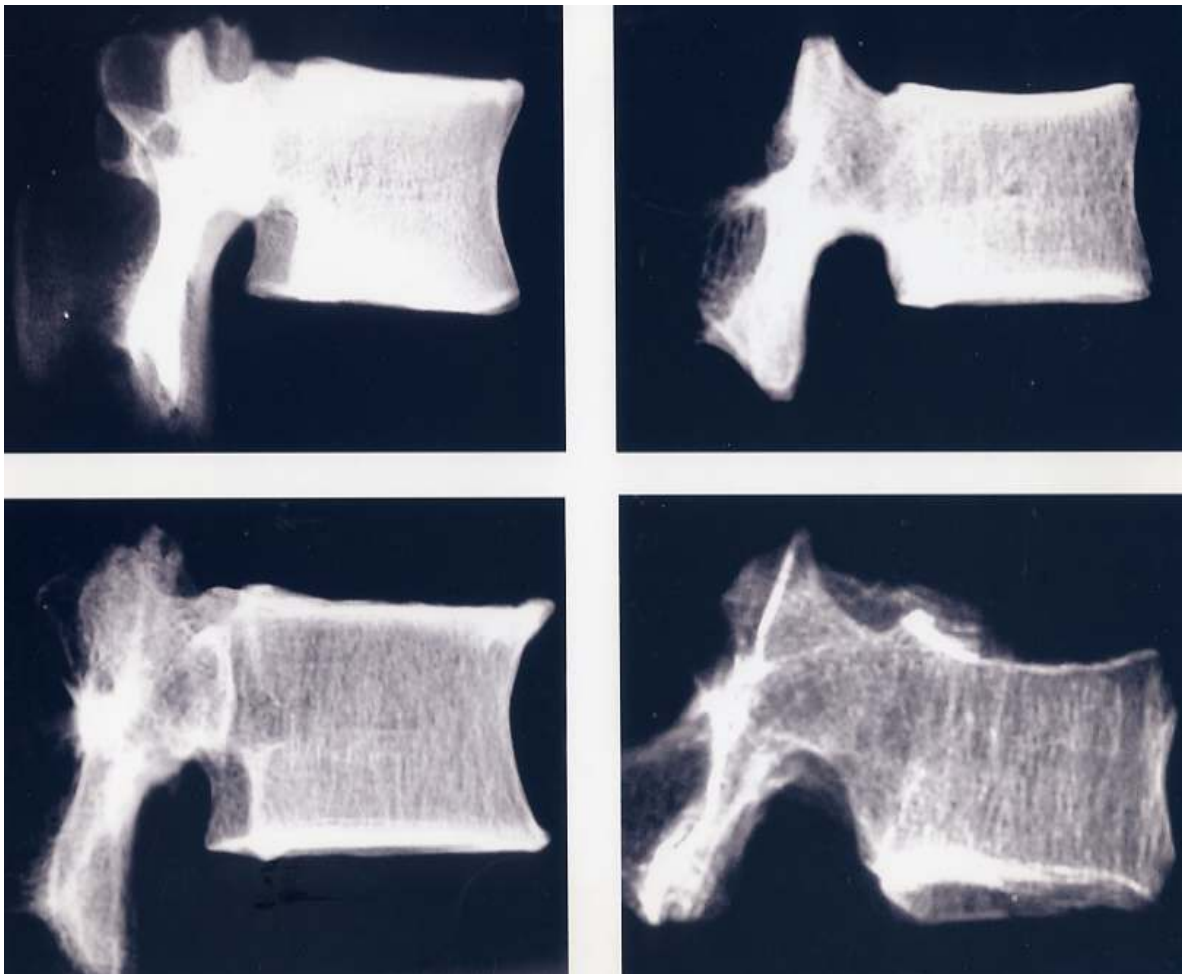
Radiografía de vértebras con distinto grado de osteoporosis (ligeramente modificada de cita 23).
